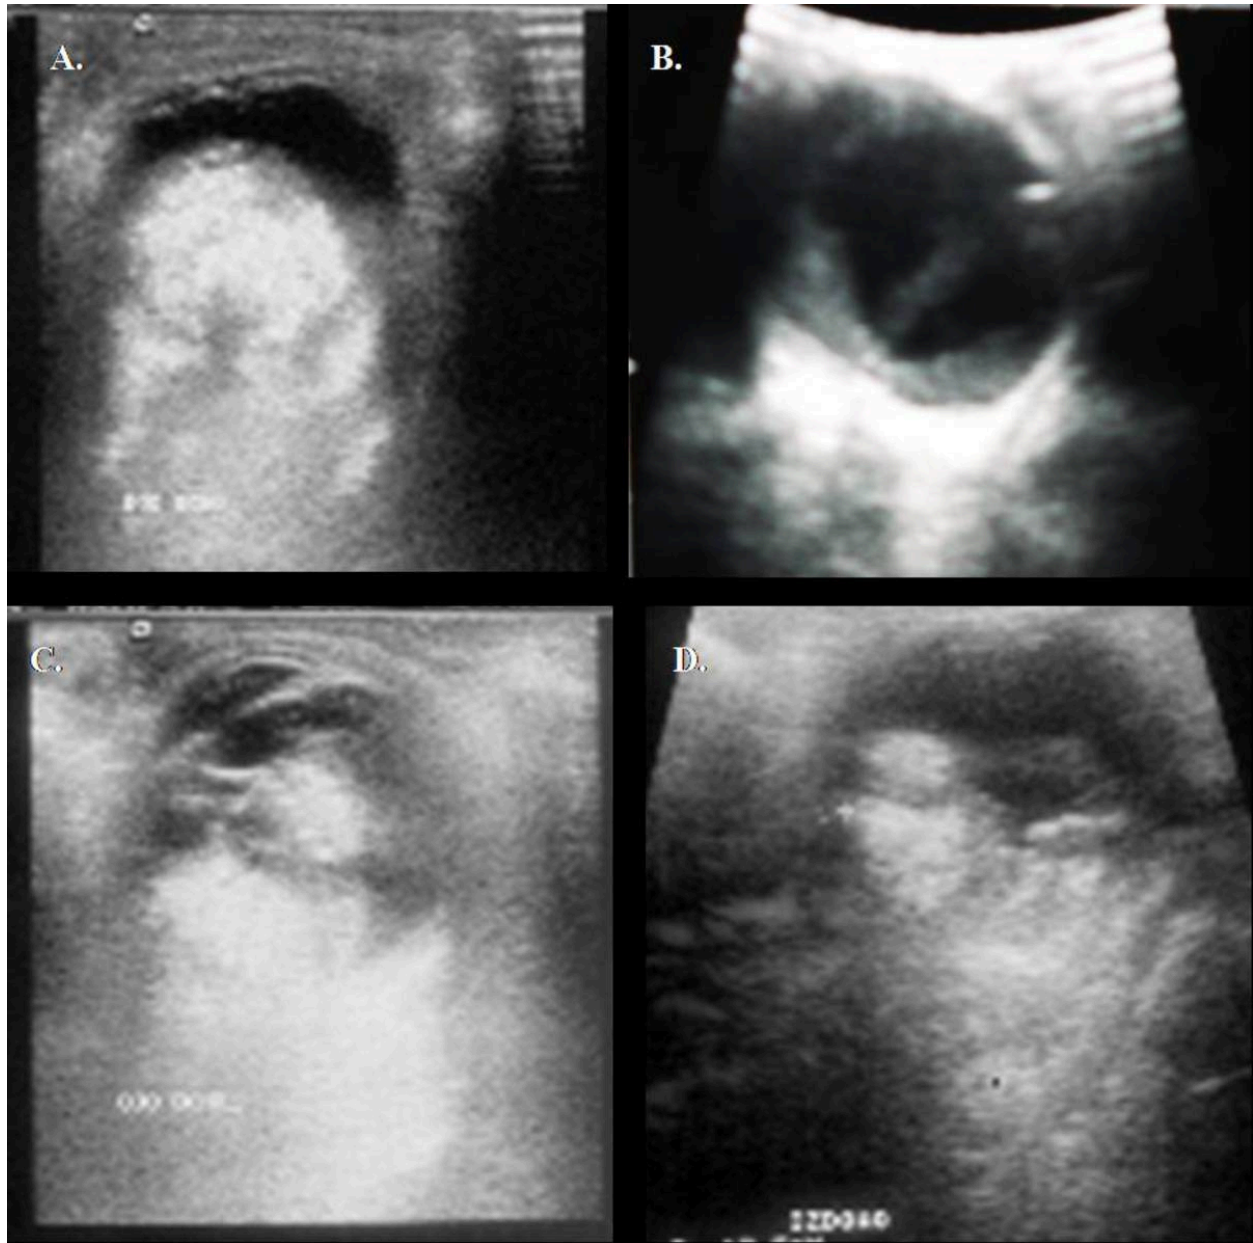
Ecografía orbitaria: A. Masa posterior extensamente calcificada, signo más específico del Retinoblastoma. B. Desprendimiento retiniano, que sugiere un patrón de crecimiento hacia el espacio subretinal (exofítico). C. y D. Retinoblastoma bilateral, en forma de masas mamelonadas de crecimiento hacia el vítreo en ambos ojos.
